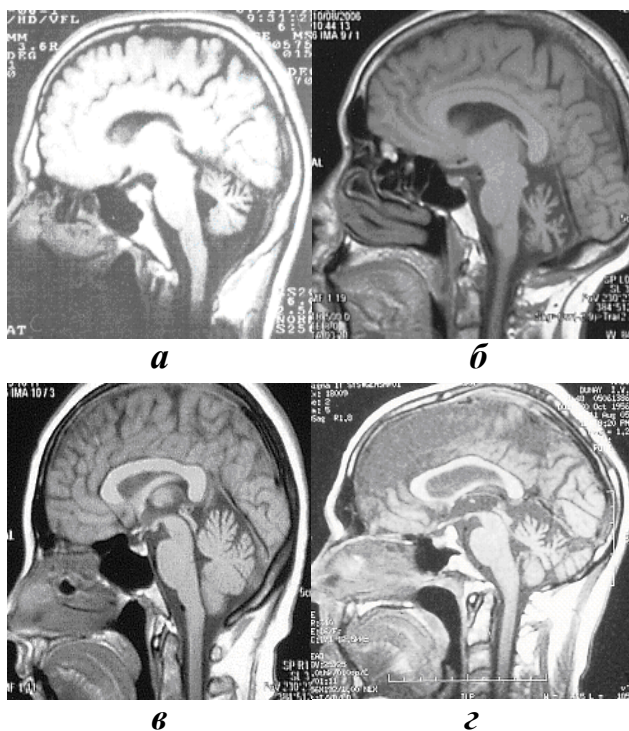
МР-томография головного мозга у пациентов с поздними приобретенными мозжечковыми дегенерациями (Т-1-взвешенное изображение, саггитальный срез): *а* — алкогольная дегенерация: «синдром атрофии рострального вермиса», резко выраженная атрофия *lingula, lobulus centralis, culmen et declivè* червя мозжечка; *б* — паранеопластическая дегенерация, ассоциированная с аденокарциномой яичника: резко выраженная симметричная атрофия мозжечка; *в* — эндокринная мозжечковая дегенерация у больного с первичным гипотиреозом в сочетании с дислокацией миндалин мозжечка до уровня БЗО: умеренная атрофия верхнесредних отделов мозжечка; *г* — экзогенная мозжечковая дегенерация, ассоциированная с интоксикацией органическими растворителями: выраженная атрофия верхнесредних отделов мозжечка.
